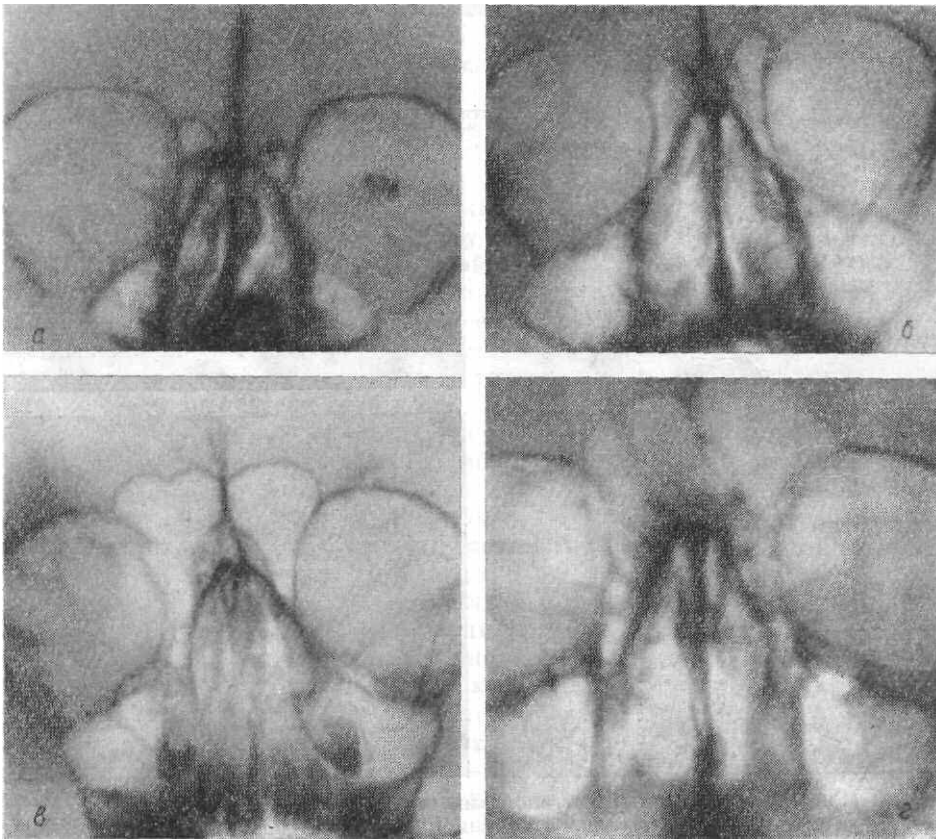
Рентгенограммы околоносовых пазух в носо-подбородочной проекции. Возрастное развитие околоносовых пазух:
